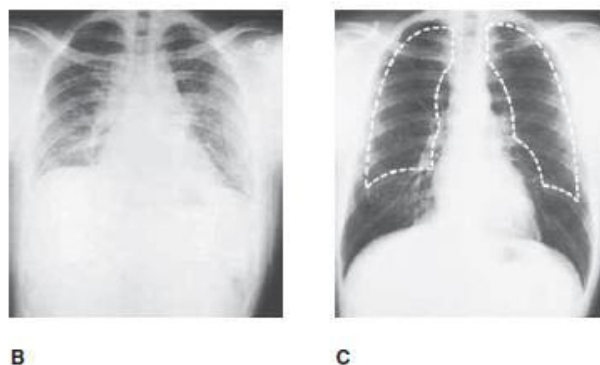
B) y C) Radiografías de tórax en espiración total (B) y en inspiración plena (C). La línea blanca de guiones en C es el perfil de los pulmones en espiración completa. Barret K, Barman S, Boitano S, Brooks H. (2012) Fisiología médica. Ganong. pág. 626.
